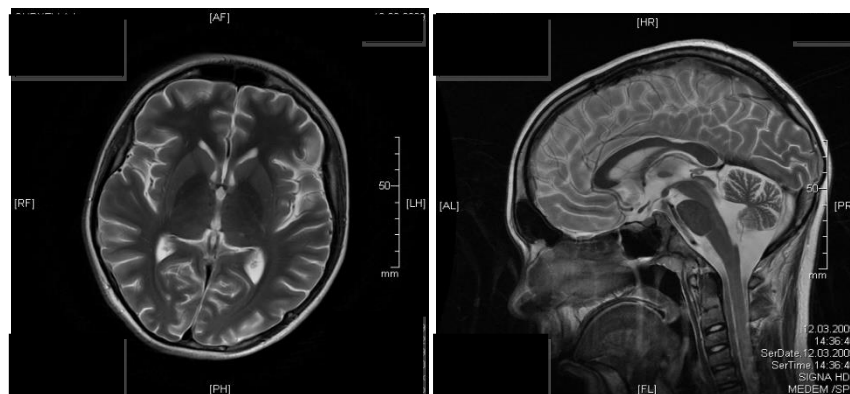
МРТ головного мозга пациента Г., 15 лет через 6 месяцев от начала заболевания
